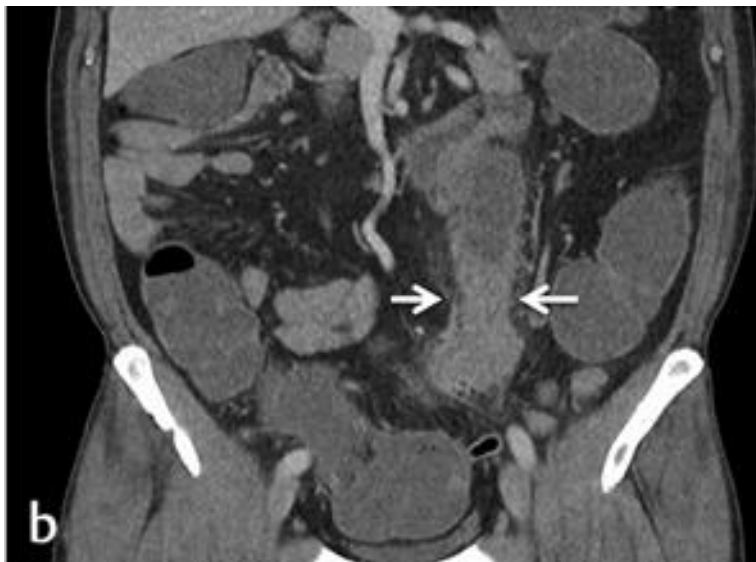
Typ 2b: Abdomen CT eines 63-jährigen Patienten mit Kontrastmittel, Frontalebene. Postentzündliche Stenose (Pfeile) [41].
